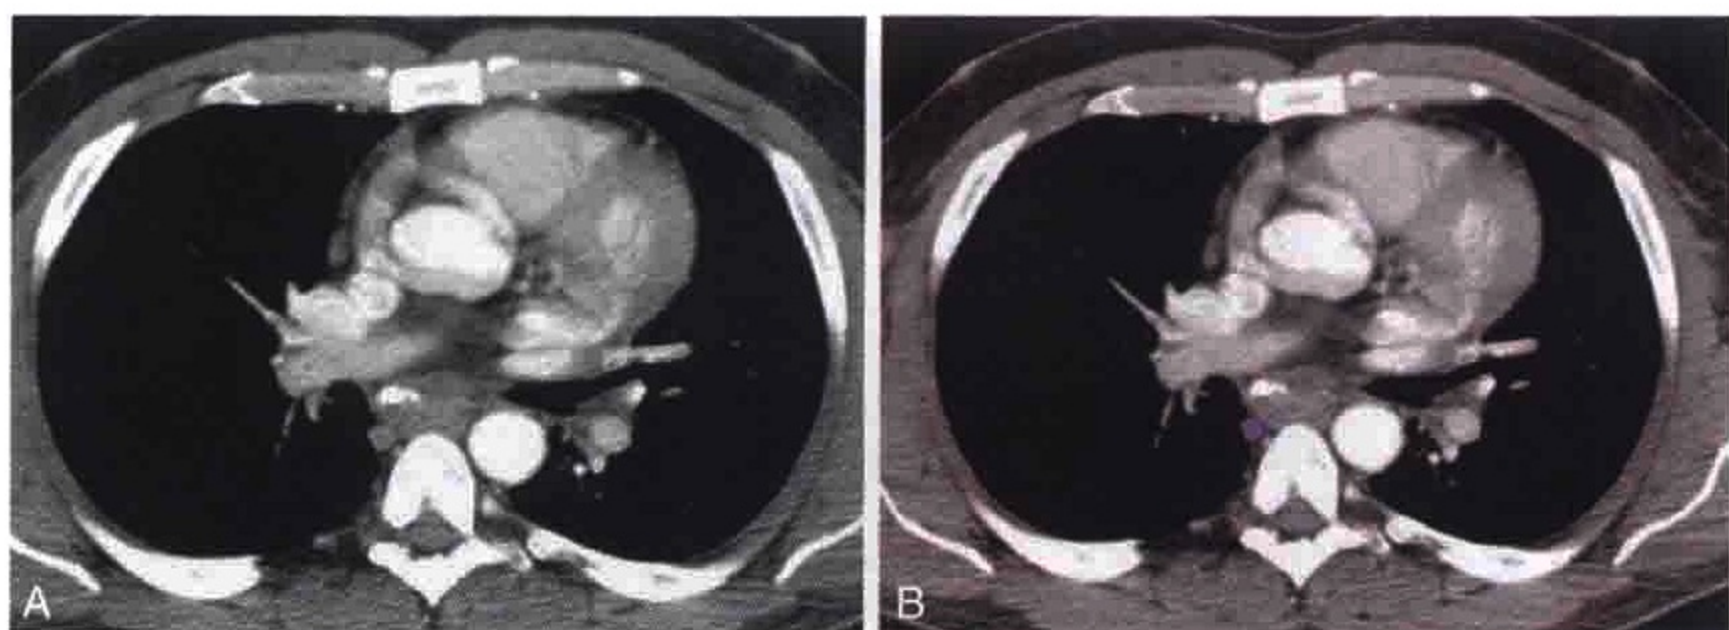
胸部横轴位 CT 增强扫描显示肿大的食管旁淋巴结 (紫色)
